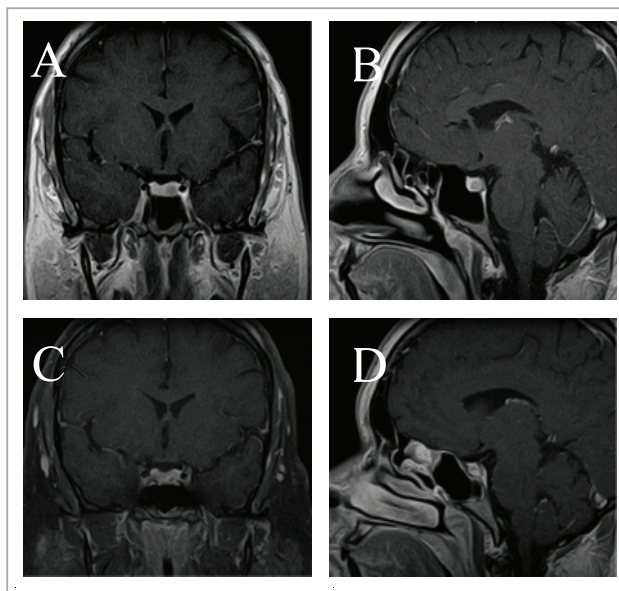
МРТ мікроаденоми гіпофіза: А, В – стан до операції; С, D – тотальне видалення після операції.
